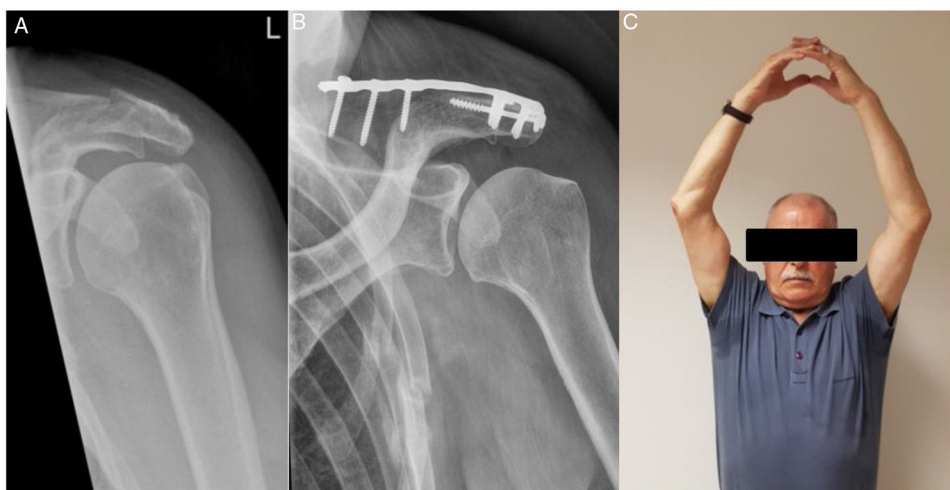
Ejemplo clínico y radiológico del Paciente número 4 (Caso de fractura traumática). A: Radiografía preoperatoria. B: Radiografía postintervención. C: Examen clínico 3 meses posterior a la intervención.
